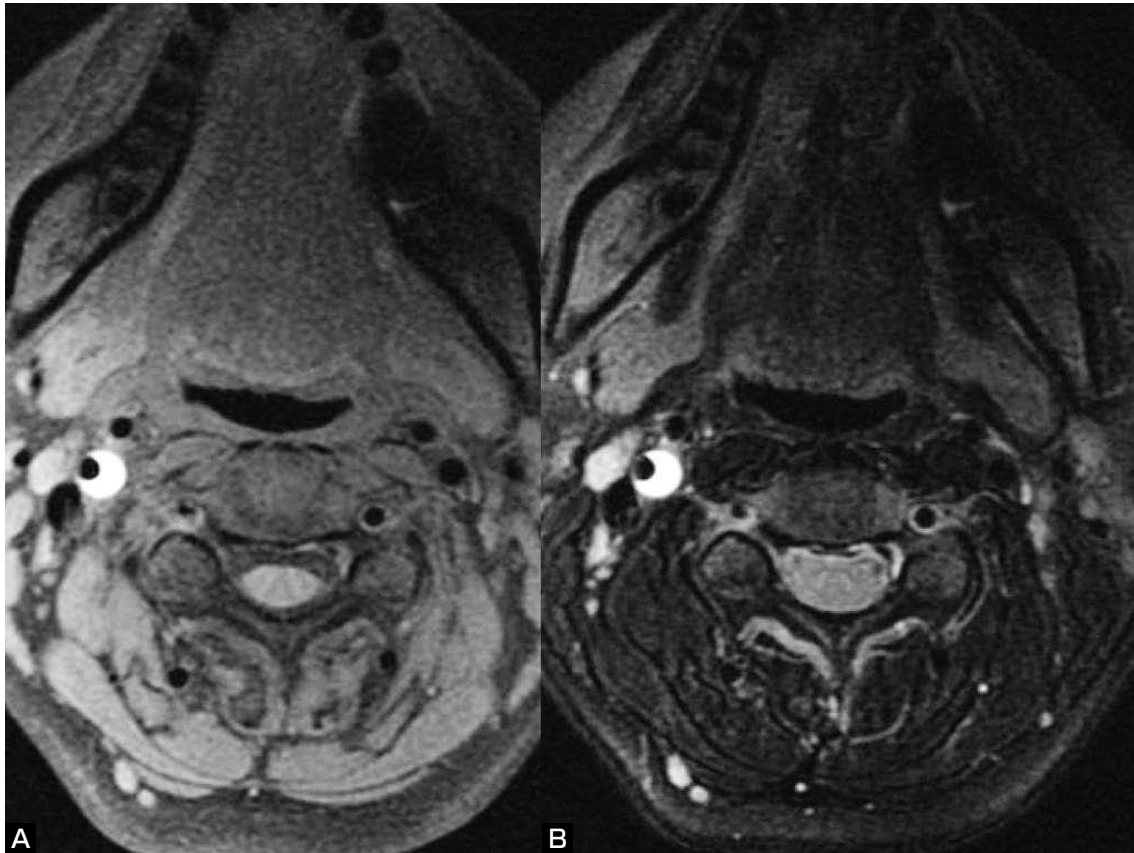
Hyperintense region showing intramural hematoma. (A : T1-weighted image, B : T2-weighted image)
